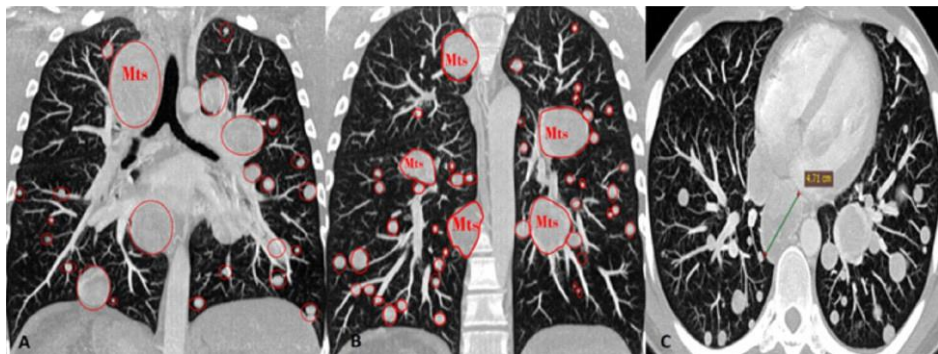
КТ-зображення у фронтальних (А; В) та аксильній (с) площинах; визначається множинне mts-ураження обох легень (А; В; с)
